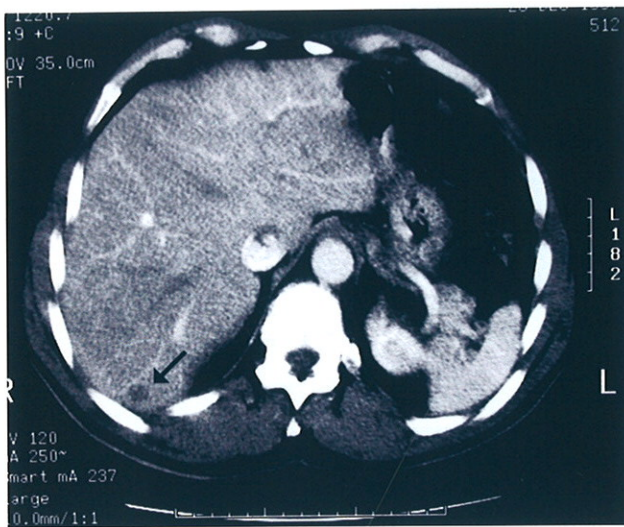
Le scanner ne peut préciser la nature de la lésion hyperéchogène à l'échographie
